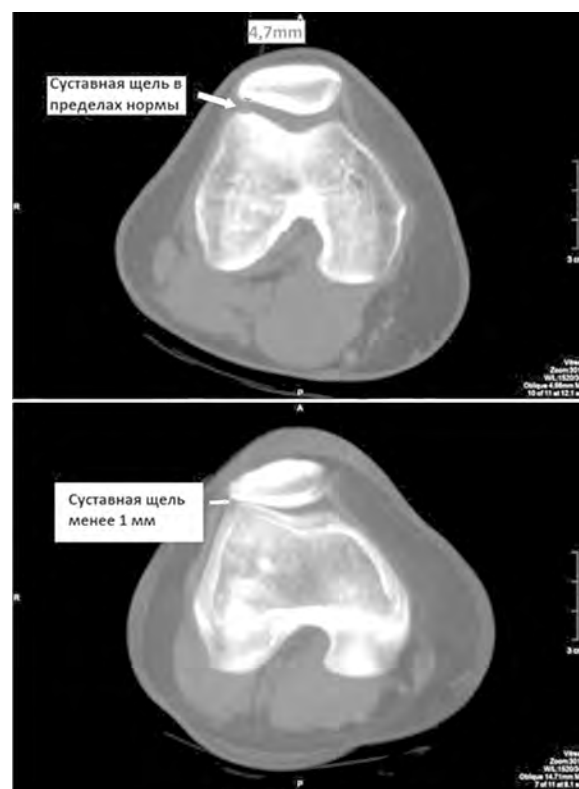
КТ коленного сустава. Сверху: коленный сустав разогнут, квадрицепс расслаблен. Снизу: колено согнуто под углом 60°, квадрицепс частично напряжен.
